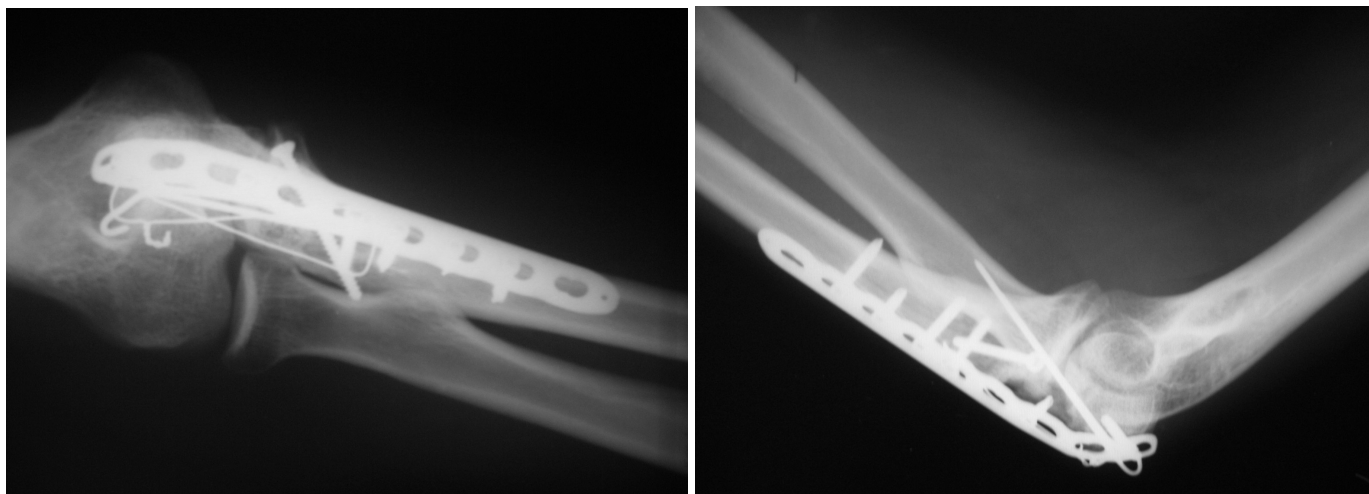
Рентгенограммы проксимального отдела костей предплечья спустя 9 нед после операции. Суставные поверхности конгруэнтны, переломы срослись.
